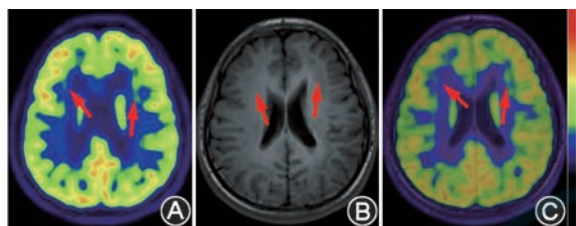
带状灰质异位患者(男,19岁,发作性抽搐、视物模糊7年余)PET/MR显像图 A. PET图像示双侧大脑皮质代谢基本对称,皮质下可见细带状摄取增高影(箭头示);B. 头常规MRI图像示双侧大脑半球皮质下广泛可见细带状异常信号(箭头示),各序列与灰质信号一致,带状灰质异位可能性大;C. PET/MR融合图像示MRI所示皮质下异常信号处代谢增高(箭头示)
